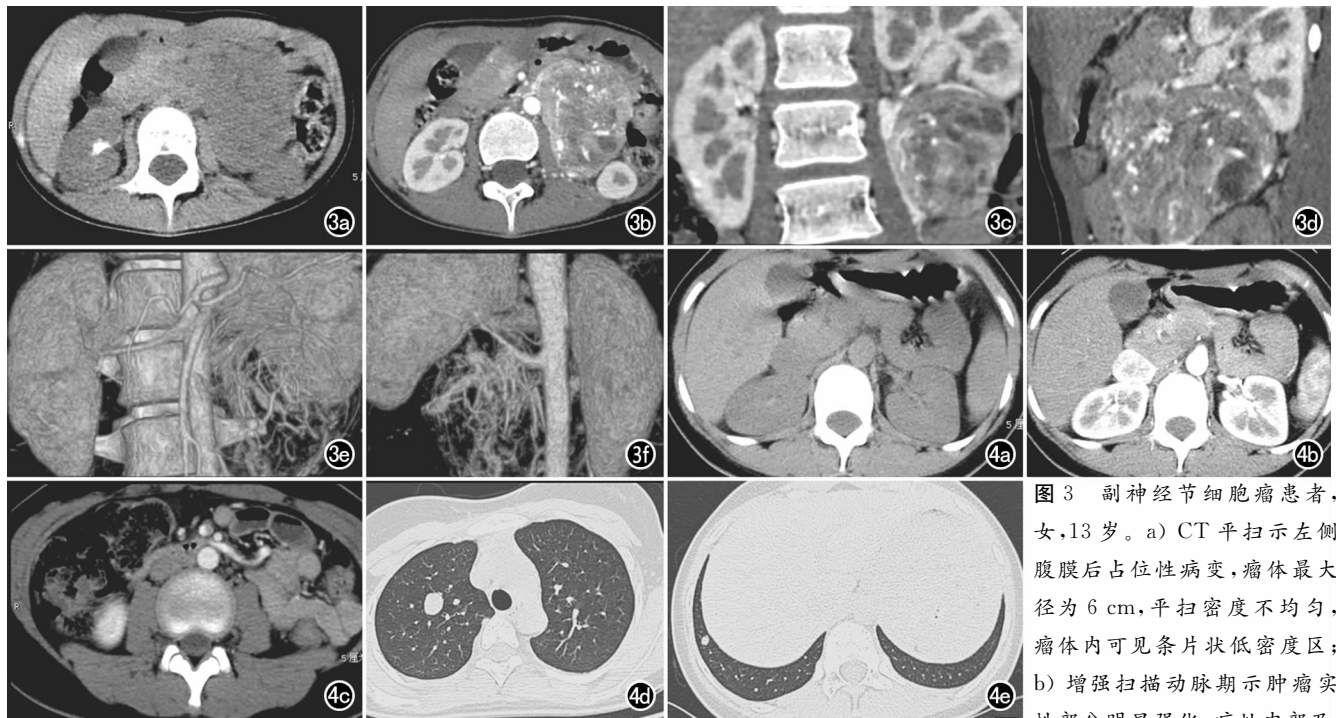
副神经节细胞瘤患者,女,13岁。a) CT平扫示左侧腹膜后占位性病变,瘤体最大径为6 cm,平扫密度不均匀,瘤体内可见条片状低密度区; b) 增强扫描动脉期示肿瘤实质性部分明显强化,病灶内部及
